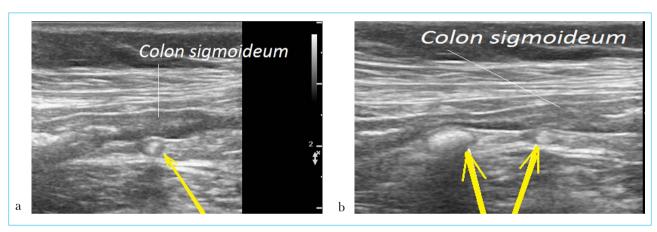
а, b. УЗИ сигмовидной ободочной кишки (продольное сканирование через переднюю брюшную стенку). УЗ-датчик с частотой 7,5 МГц. Дивертикулез при наличии клиники дивертикулярной болезни. Дивертикулы содержат фекалиты, которые представляют собой округлые эхопозитивные структуры, дающие эхонегативную тень и локализующиеся по наружному контуру пустой сигмовидной ободочной кишки (стрелка). Стенка дивертикула тонкая, представлена только слизистой оболочкой. Стенки кишки умеренно утолщены, отечны Fig. 2 a, b. Sigmoid colon ultrasound (transabdominal longitudinal scan). Ultrasound sensor 7.5 MHz. Diverticulosis at clinical signs of diverticular disease. Diverticula contain faecaliths as round echo-positive structures with negative shadow located along outer contour of empty sigmoid colon (arrow). Diverticular wall thin, represented by mucosa. Colonic walls moderately thickened and oedematous
